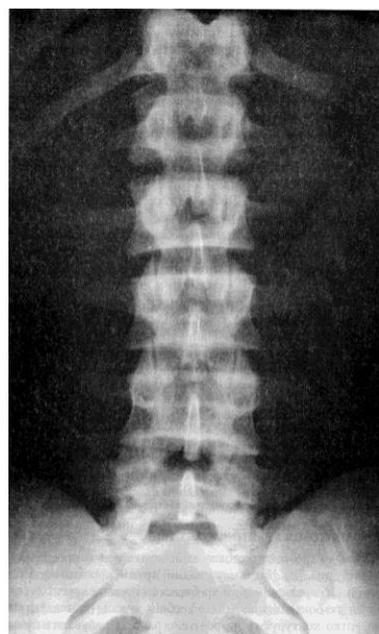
Оглядова рентгенограма поперекового відділу хребетного стовпа (пряма проєкція).
